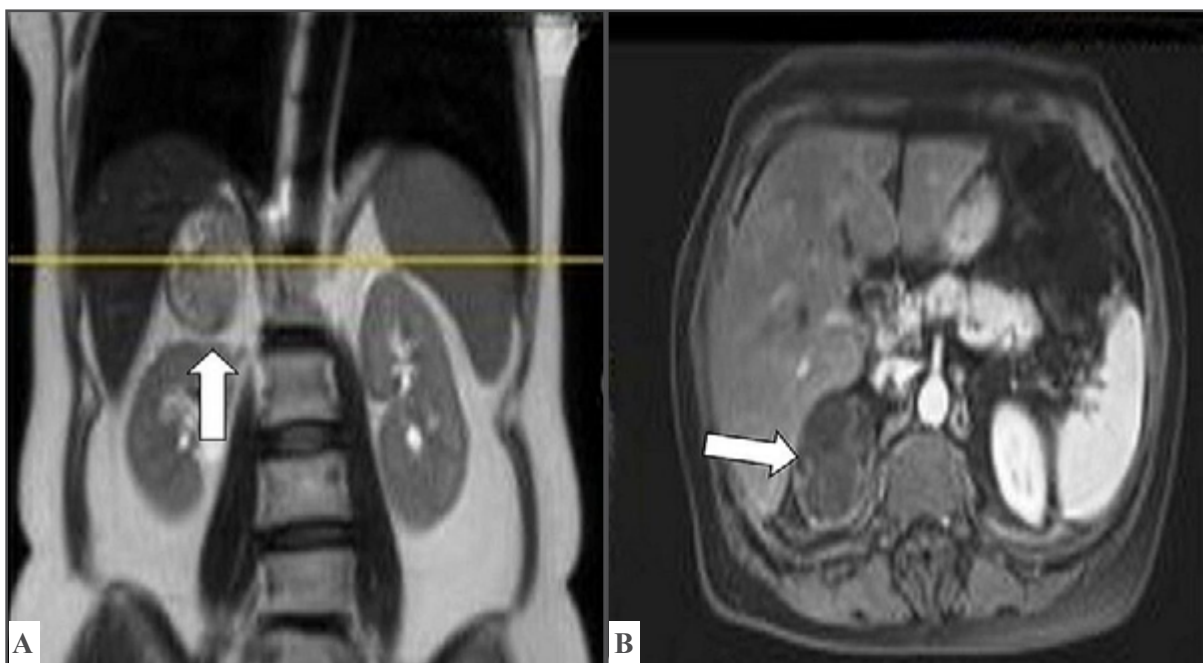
Imagen de resonancia magnética. La flecha señala: A) Lesión suprarrenal derecha con características hipointensas en T2. B) Realce heterogéneo posterior a la administración de gadolinio.
